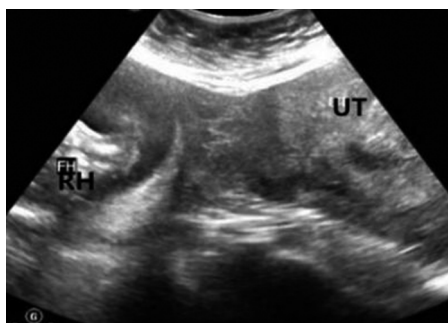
残角子宫妊娠声像图(UT:子宫;RH:残角子宫) 图2 残角子宫妊娠MRI图(UT:子宫;RH:残角子宫) 图3 残角子宫妊娠术中图(UT:子宫;RH:残角子宫)
